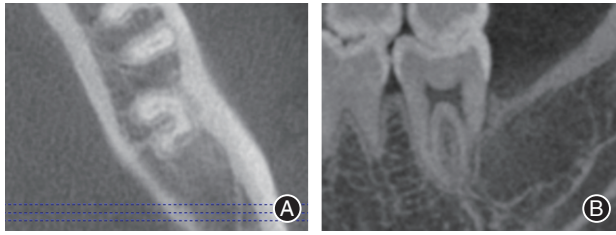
中度牙根外吸收(ERR)典型病例术后6个月复诊锥形束CT(CBCT)影像 A:横截面;B:矢状面。37远中根尖缺损如前,远中根周见连续牙周膜影像,根尖周未见异常,骨质密度均匀,与下颌升支骨密度相近。
